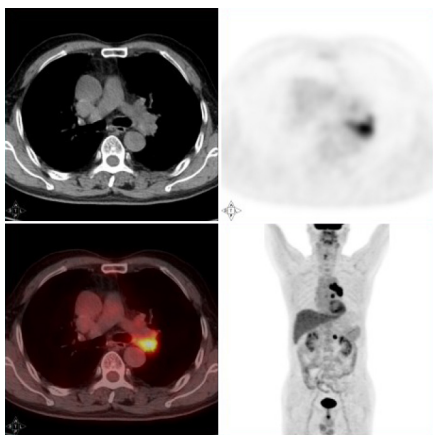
左肺小细胞癌,长径约2.1 cm, SUV_{max}为7.6。
